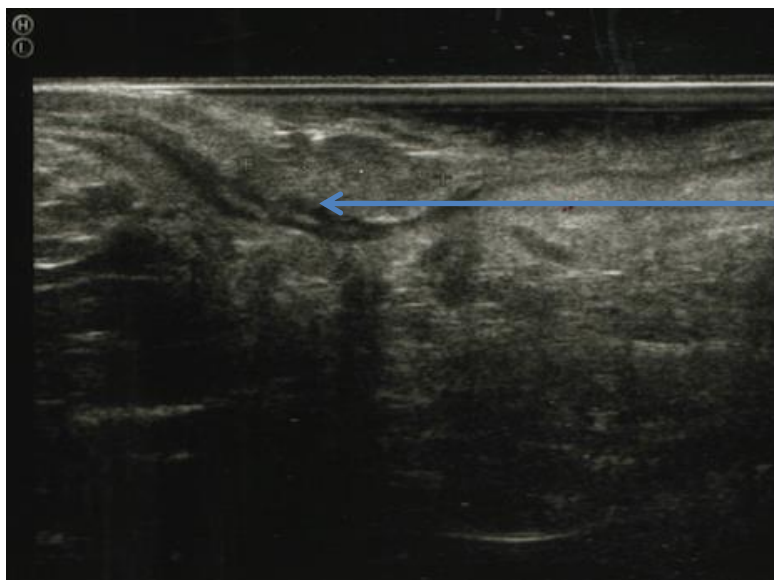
Ультрасонограмма ЭРУЗИ.
